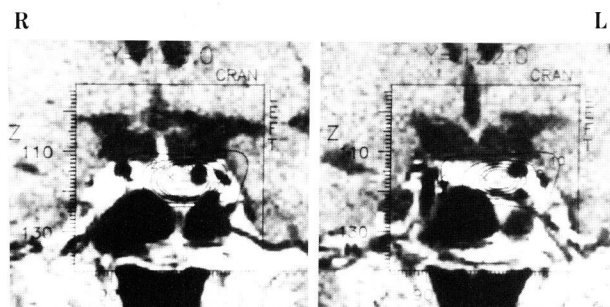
Coronal gadolinium-enhanced MRI scan showing the isodose plan for a pituitary tumor in case 1. The dose plan was designed to treat the tumor margin at 50% isodose. Maximum dose and dose of periphery of the tumor were 70Gy and 35Gy respectively. The dose given to the lateral wall of the cavernous sinus was 21Gy.
